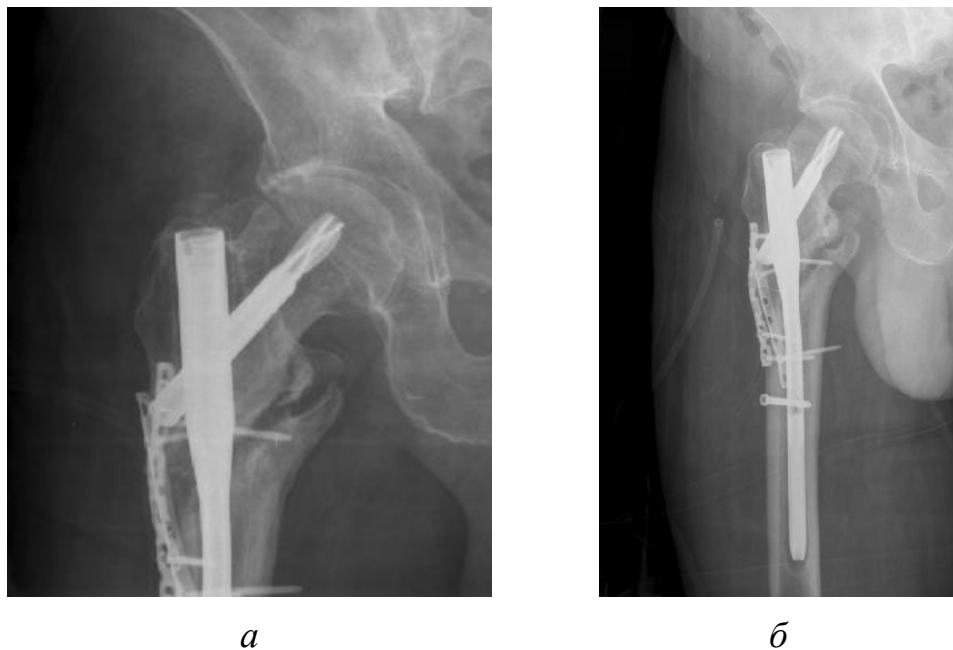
Рентгенограммы пациента К. после повторной ревизионной операции — костной пластики и аугментации зоны ложного сустава двумя пластинами
